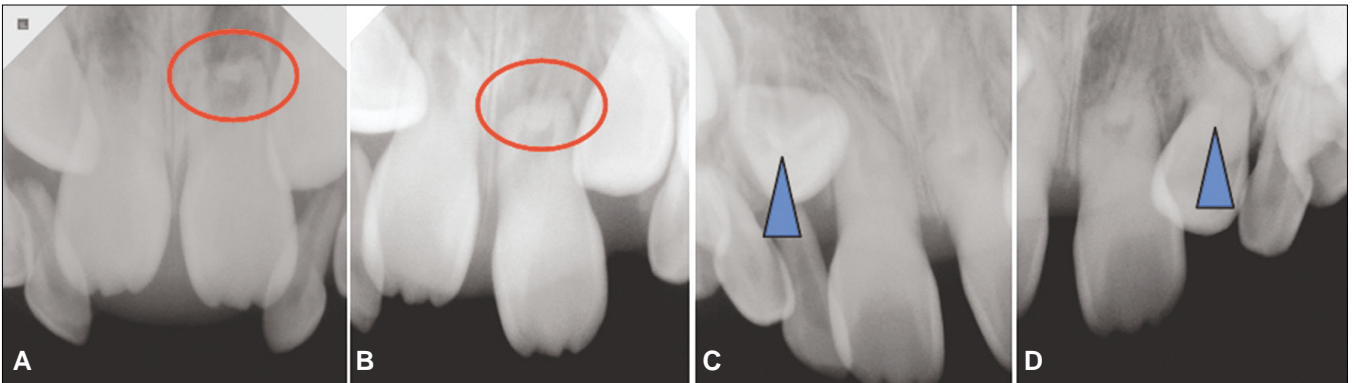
Periapical view on A: 6 months check up, Radiopaquesity of left upper central incisor was increased. B: 12 months check up, Arrest of root formation of the left upper central incisor was observed. C, D: 18 months check up. Root dilacerations have become more severe, and the right lateral incisor was impacted (arrow head in C, D).
